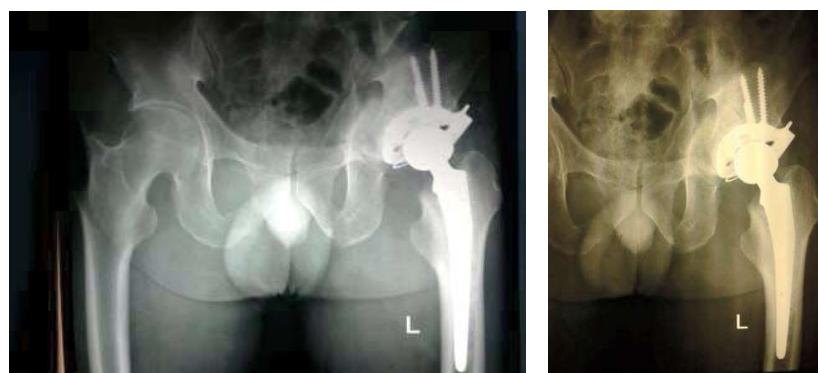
Рентгенограммы левого тазобедренного сустава. А – сразу после эндопротезирования; Б – через 2 мес после операции.
